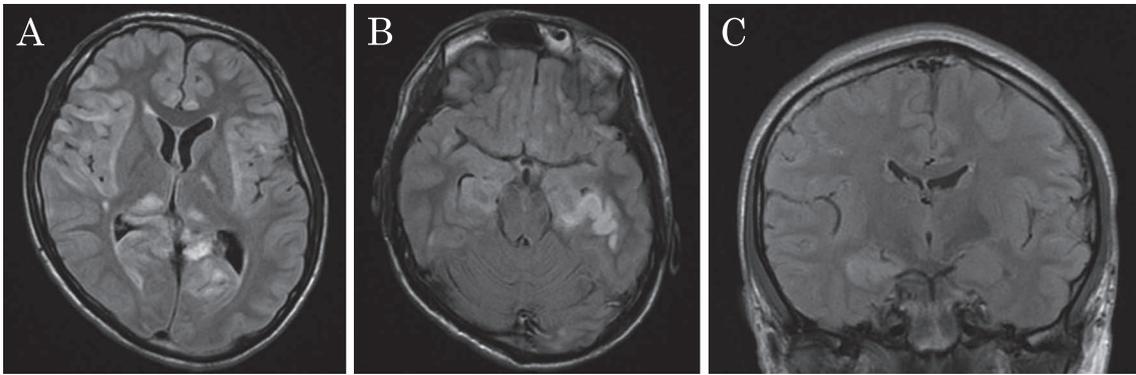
Brain magnetic resonance images (MRI).
